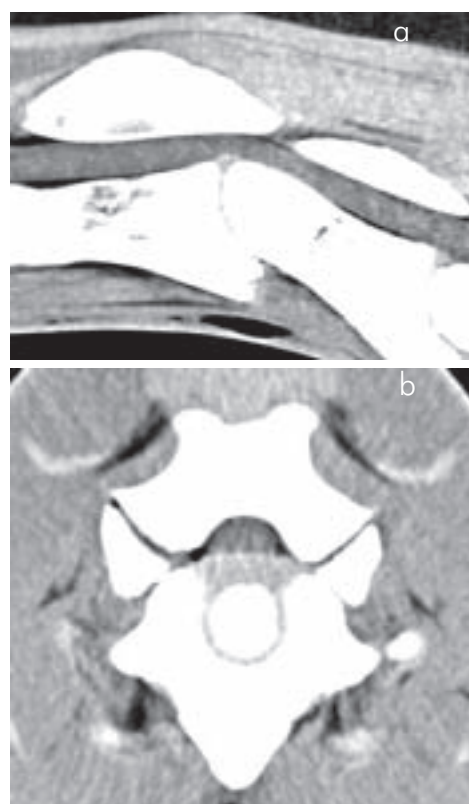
Fall 2: CT: Kompressionsläsion durch Subluxation bei C2-3: Rekonstruktionen im Weichteilalgorithmus. Auf dem sagittalen Bild (7a) ist das Rückenmark auf Höhe der Subluxation C2-3 deutlich dünner. In der transversalen Rekonstruktion (7b) auf Höhe des cranialen Wirbelkanals von C3, senkrecht zur Längsachse des Wirbelkörpers, ist es von ventral komprimiert und oval statt rund.
